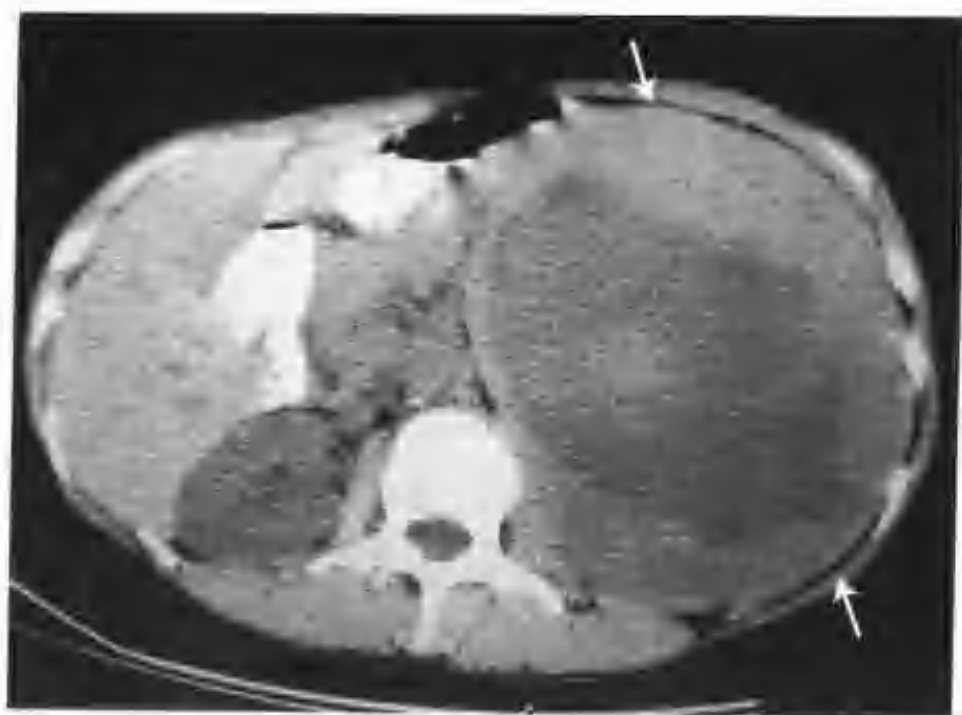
左肾细胞癌(CT 平扫见左肾巨大肿物,周边为实性瘤组织,中央为大片低密度坏死区(箭头))
